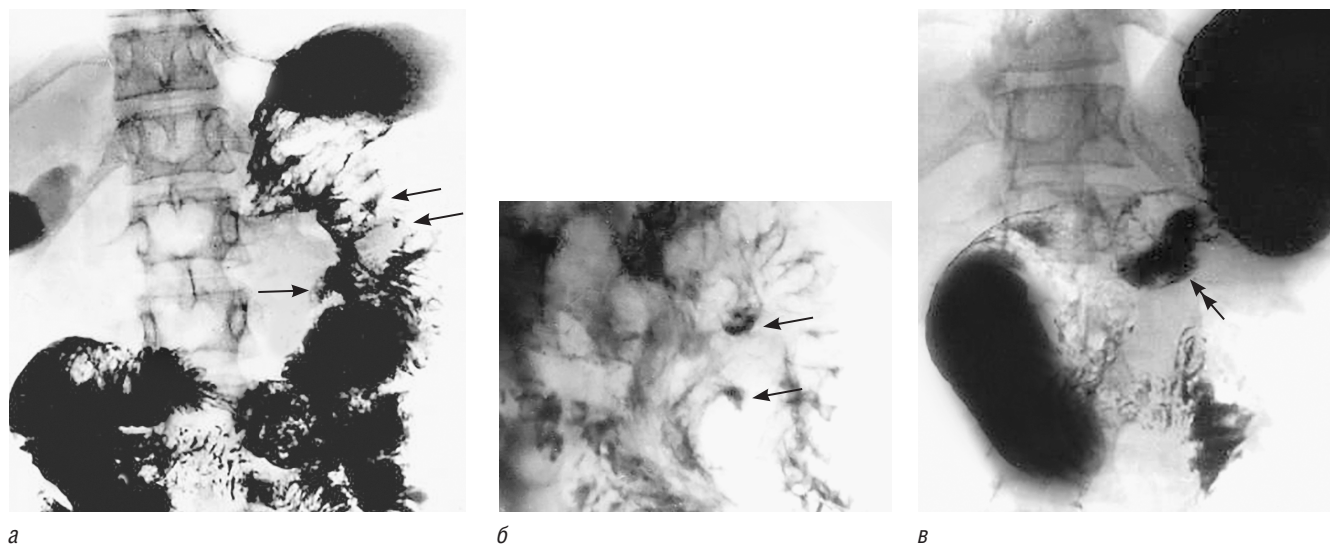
Больная О., 30 лет. Пептическая язва гастроэнтероанастомоза. На обзорной (а) и прицельной (б) рентгенограммах выявляются три язвенных ниши (одинарные стрелки) в зоне анастомоза размером 1,5×1,5 см, 0,7×0,3 см и 1,0×1,0 см. На контрольной рентгенограмме (в), произведенной после резекции по Бильрот-1, в 2 см от стомы выявляется гигантская язва размером 3,0×1,8 см (двойная стрелка)
